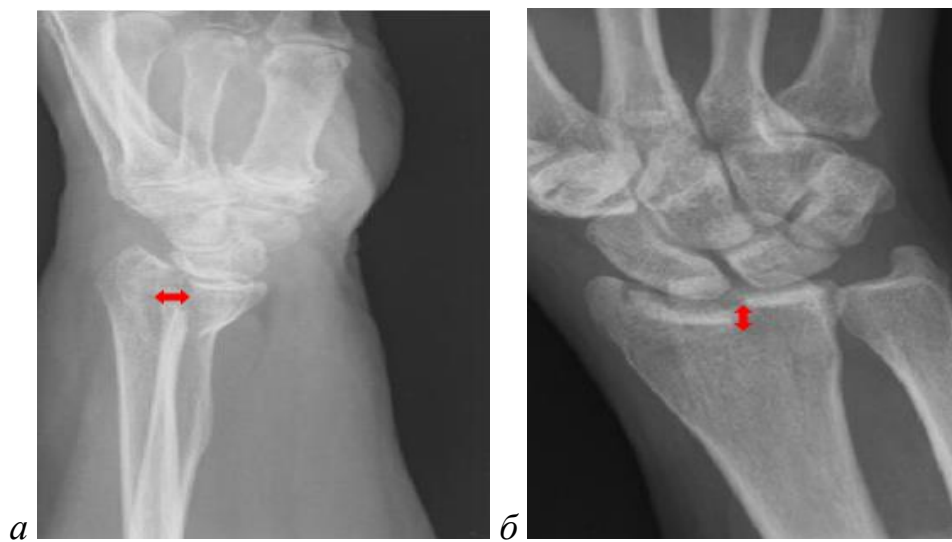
Рентгенологическая оценка: *а* — внутрисуставной «промежутком» в боковой проекции; *б* — внутрисуставная «ступень» в прямой проекции
